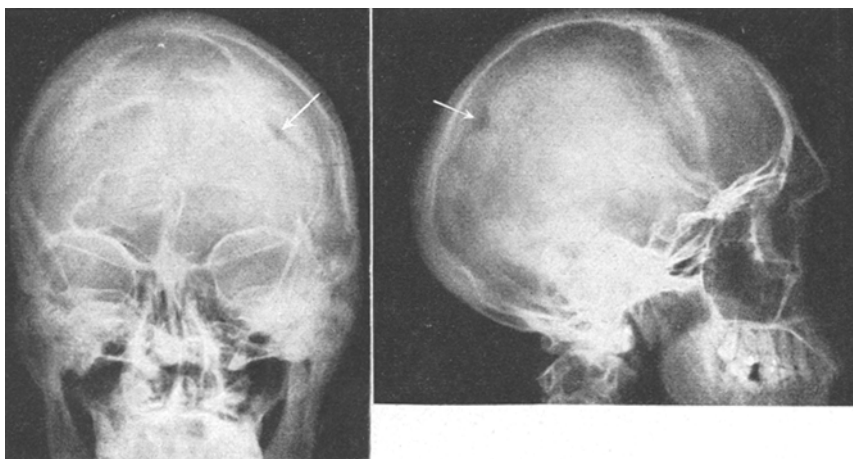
Fall Papendorf. Röntgenologisch zur Darstellung kommende Granatsplitterverletzung im Bereich des linken Scheitelbeins.
